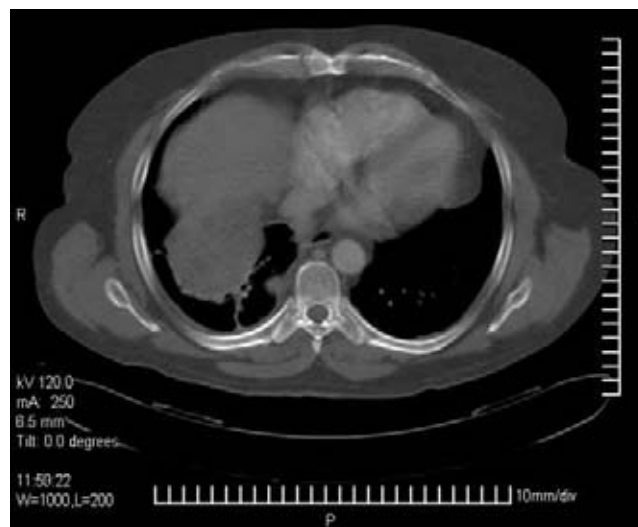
TAC de tórax tumoración en seno cardiofrénico derecho de 63 x 81 x 45 mm.
